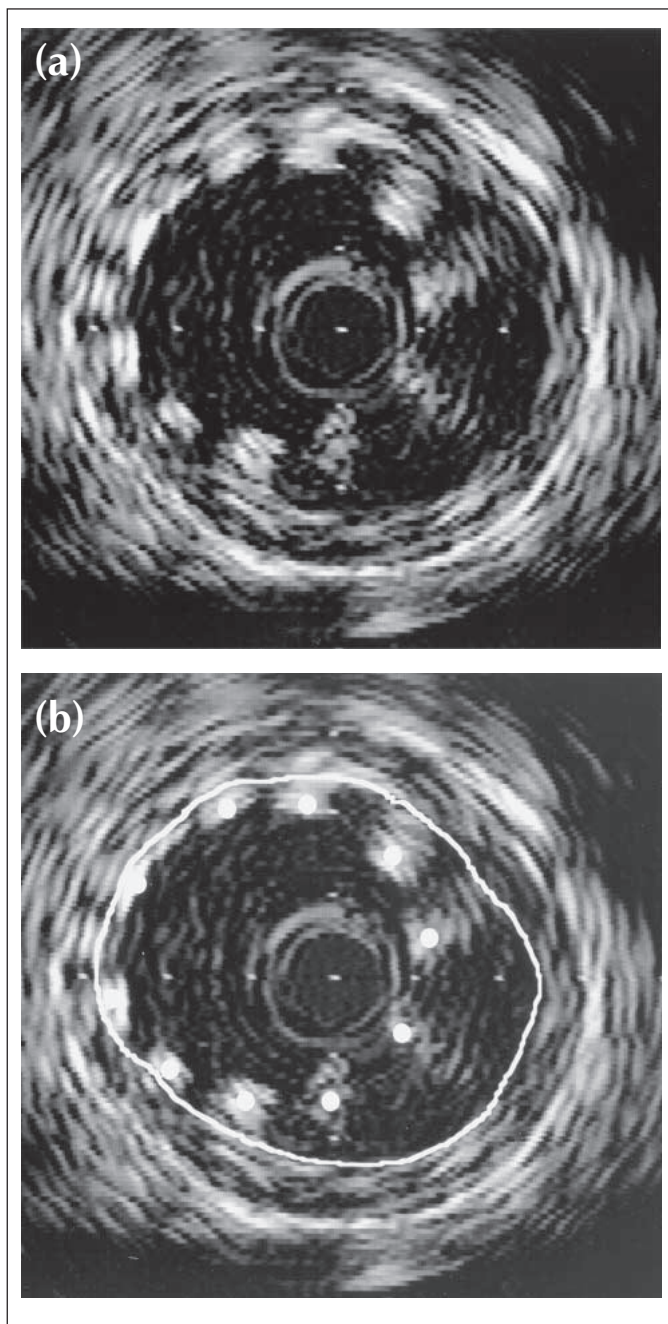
Angiographisch gutes Stentergebnis. Sonographisch ließ sich eine fehlende Applikation des Stents zwischen 2 und 7 Uhr darstellen. Die Struts ragen in diesem Bereich direkt ins Lumen.
